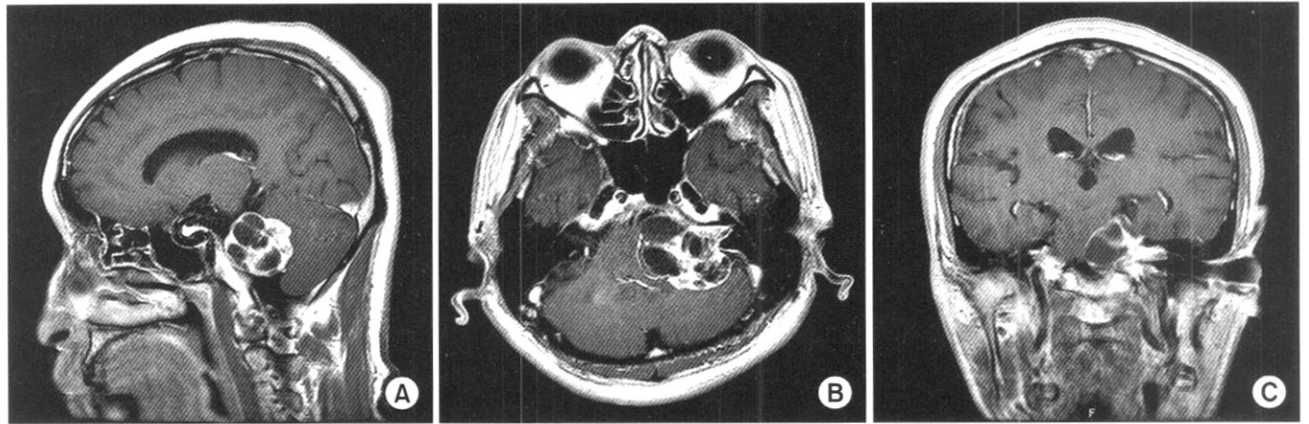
In comparison with preoperative brain MRI, postoperative MRI shows that there are slightly increased in tumor size and mass effect, displacement of adjacent organs and hydrocephalus. (A) Postoperative brain MRI sagittal section. (B) Postoperative MRI transverse section. (C) Postoperative MRI coronal section.
